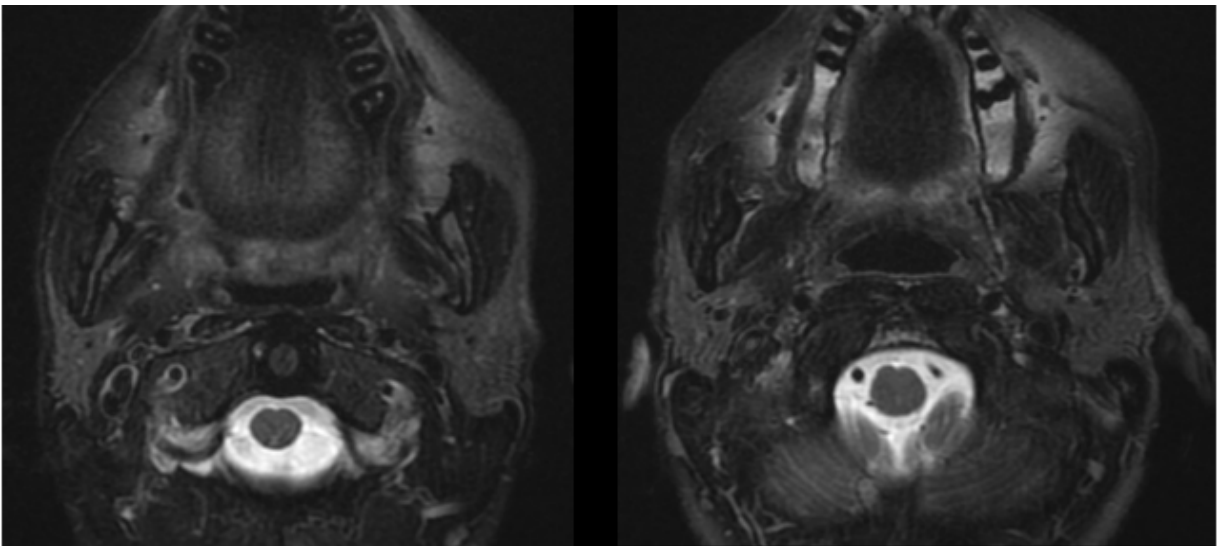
IRM en coupe axiale séquence pondérée T2 des glandes parotides, objectivant l'aspect normal (Grade 0).
